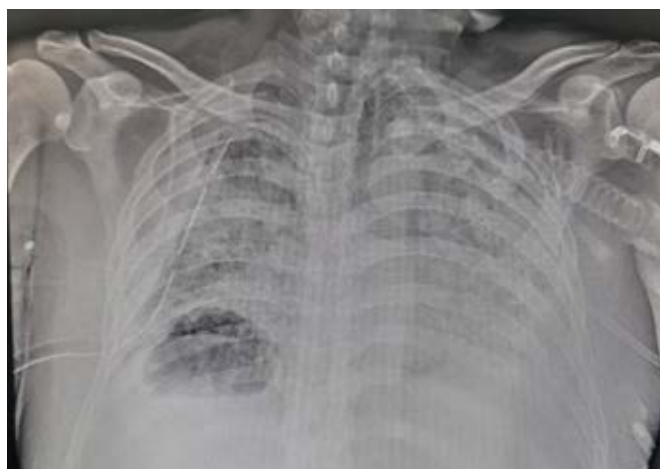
Radiografía de tórax de control postcolocación de sonda endopleural.
